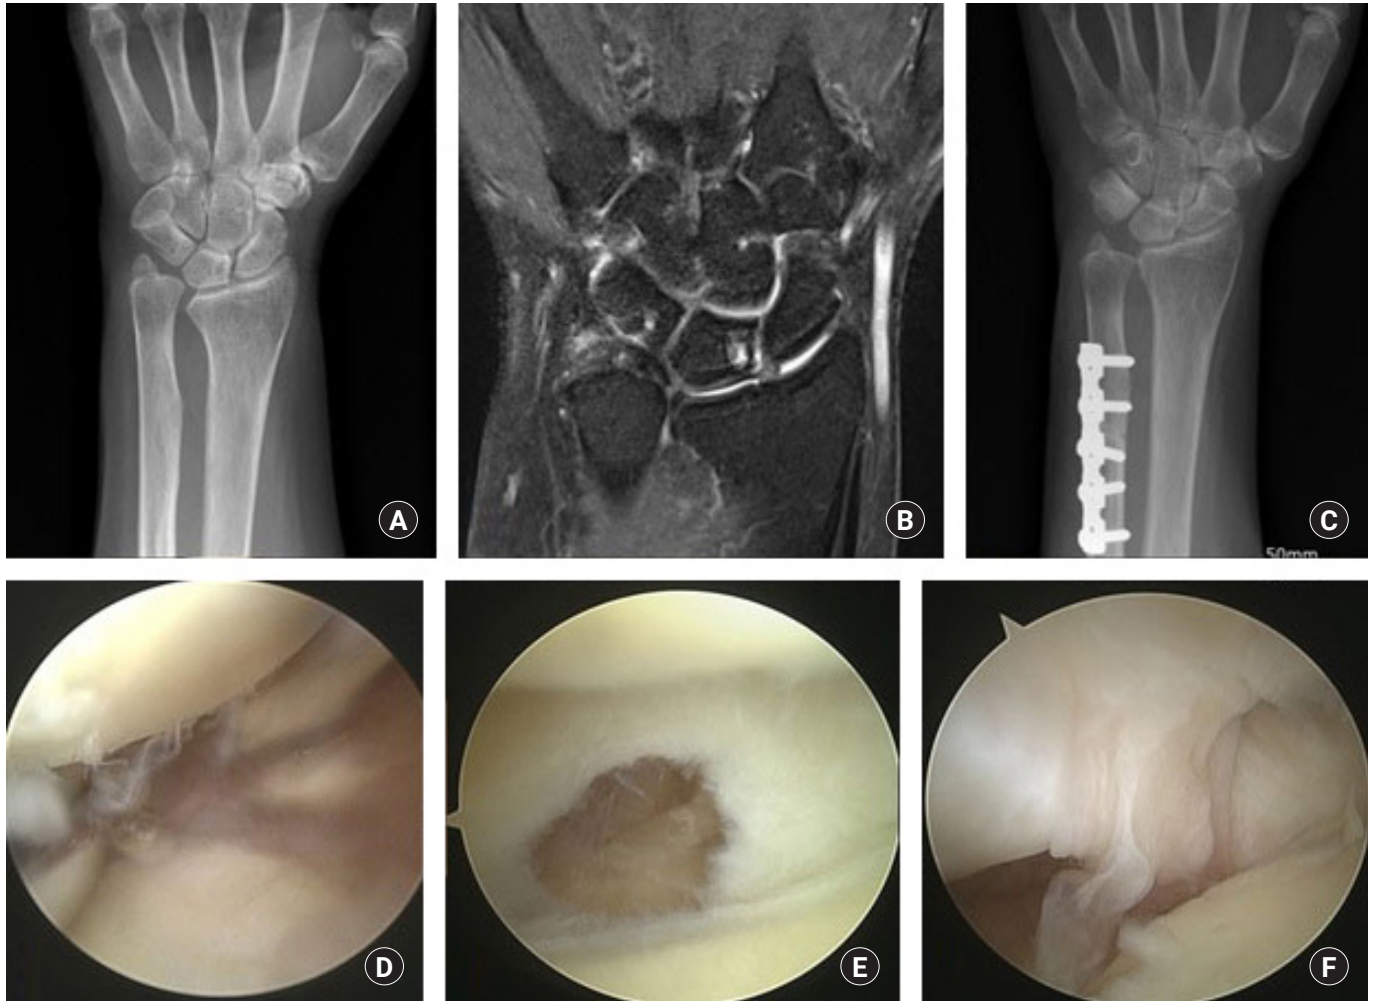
A 76-year-old female patient complained of left wrist ulnar side pain. (A) Pre-operative radiograph shows positive ulnar variance (5.43 mm). (B) Magnetic resonance imaging (MRI) shows degeneration of the TFC. (C) Post-operative radiograph shows corrected ulnar variance (-0.86 mm). (D) Arthroscopic view from the 3-4 portal showing degenerative wear of the articular cartilage of the lunate. (E) Arthroscopic image showing a perforation of the triangular fibrocartilage (TFC). (F) Arthroscopic image showing degenerative wear of the lunotriquetral interosseous ligament. MRI shows degeneration of the TFC, but arthroscopic finding shows a perforation of the TFC.
